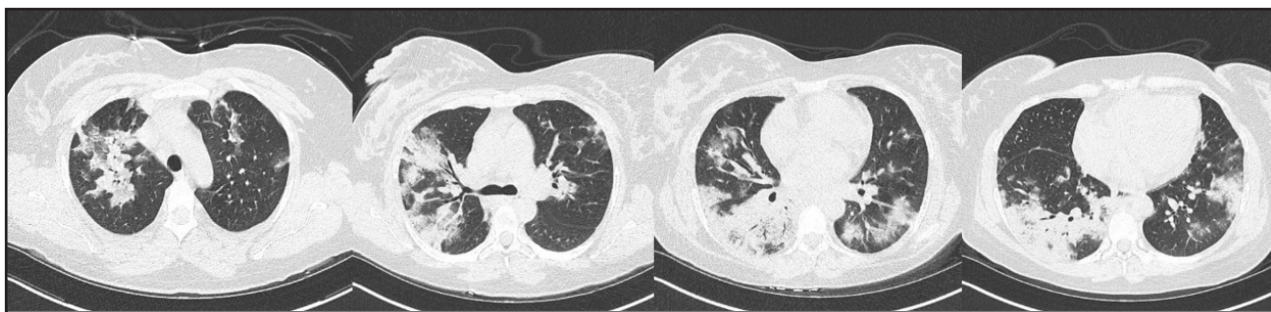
МСКТ ОГК от 17.12.2022 г. В обоих легких определяются участки уплотнения легочной ткани по типу консолидации, преимущественно периферического расположения. Просвет бронхов до 3-го порядка проходим, стенки бронхов уплотнены, не утолщены. Корни легких не расширены, структурные. Легочные артерии и их ветви не расширены. Артерио-бронхиальное соотношение не изменено. Увеличение внутригрудных лимфоузлов до 12 мм. Средостение структурное, не смещено. Сердце не увеличено. В полости перикарда жидкость толщиной слоя 9 мм. Грудная аорта не расширена. В плевральных полостях без патологических образований. Купол диафрагмы расположен обычно. Примерный объем выявленных изменений в лёгких: КТ 2-3.
